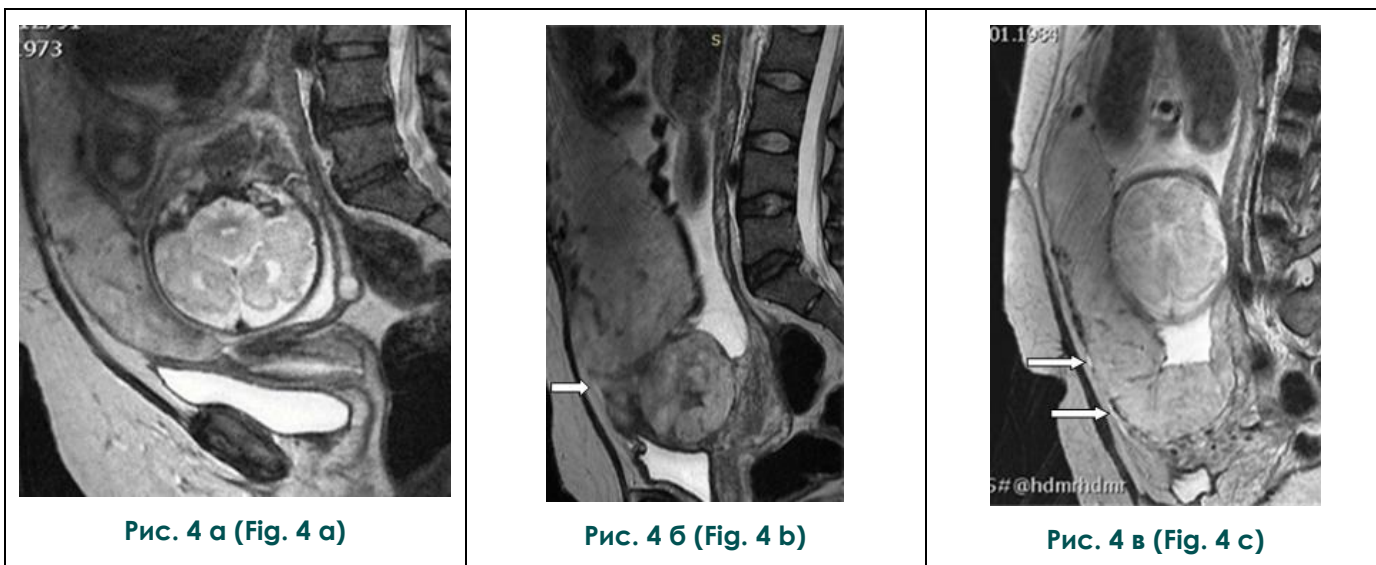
МРТ, сагиттальная плоскость, T2-ВИ.
